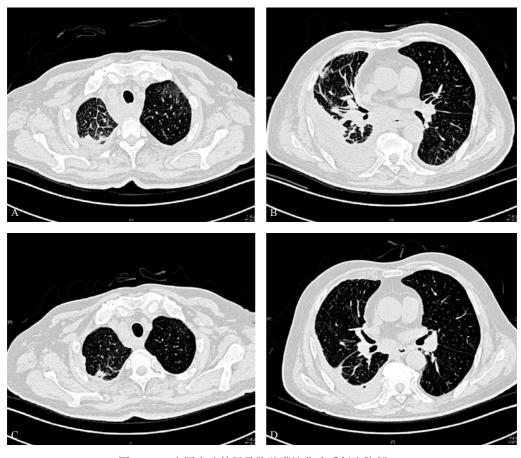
应用克唑替尼及胸腔灌注化疗后复查胸部 CT
